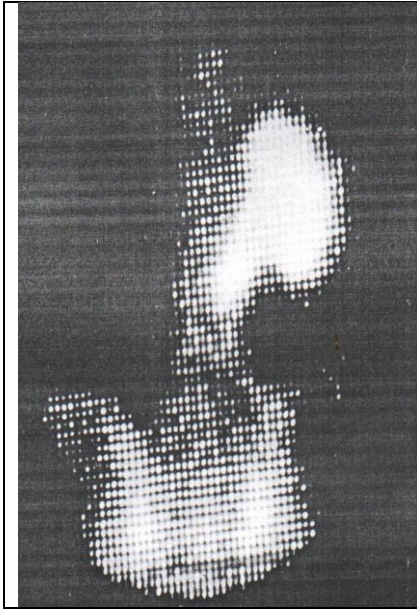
Сцинтиграма (задня проєкція) через 60 хв після введення ^{99m}Tc -пірофосфату хв. Г. В. Л., 28 р., іст. хв. № 5524 з нейросаркомою малого таза $\text{T}_{4a}\text{N}_0\text{M}_0$, стадія IV_a. Радіофармпрепарат у ділянці правої (яка не функціонує під час урографії) нирки та сечовода. Ліва нирка не візуалізується (радіофармпрепарат із неї вже виділився)
